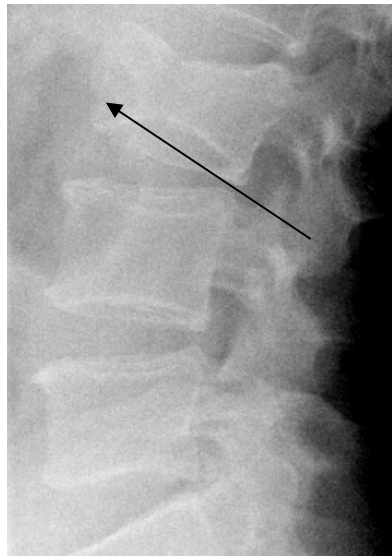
Рентгенограма хворого К. до операції. Перелом L III хребця (стрілка)
